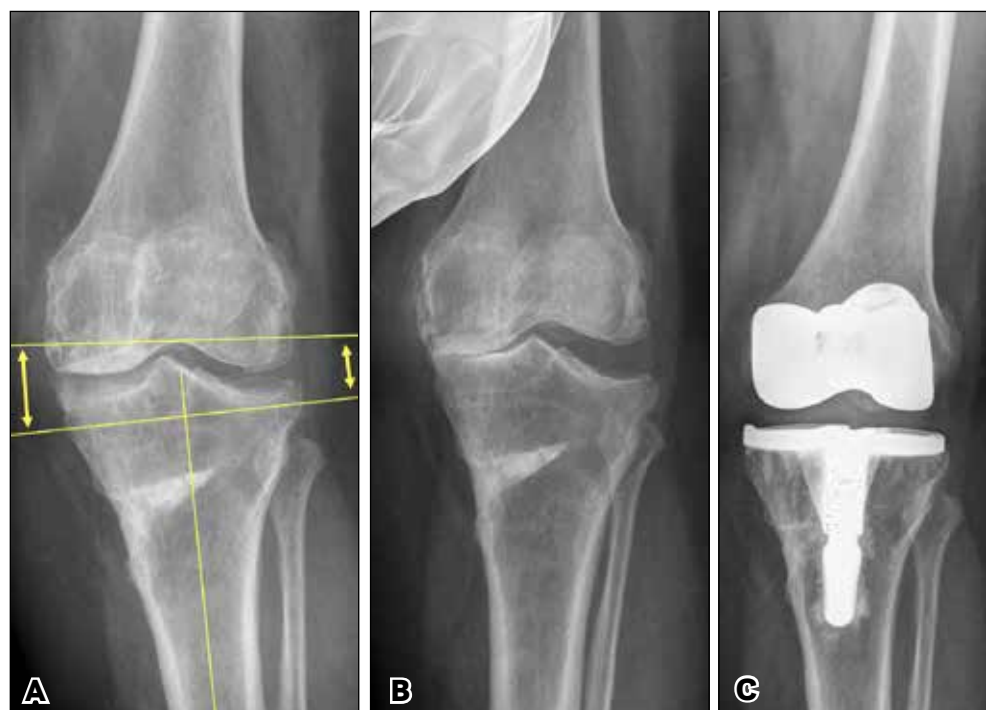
Radiographies préopératoires (3a, 3b) mettant en évidence une hypercorrection tibiale avec un tibia valgus. Une résection orthogonale tibiale entraîne une résection médiale importante avec un risque de laxité médiale de résection (3a). Le cliché en stress préopératoire permet d'évaluer la laxité latérale (3b) et de prévoir une résection tibiale minimale sous le condyle tibial latéral avec moins de 3° de valgus. La radiographie à 2 ans (3c) montre un alignement satisfaisant, avec un implant tibial légèrement valgus (2°) permettant une balance ligamentaire satisfaisante avec un polyéthylène standard.
